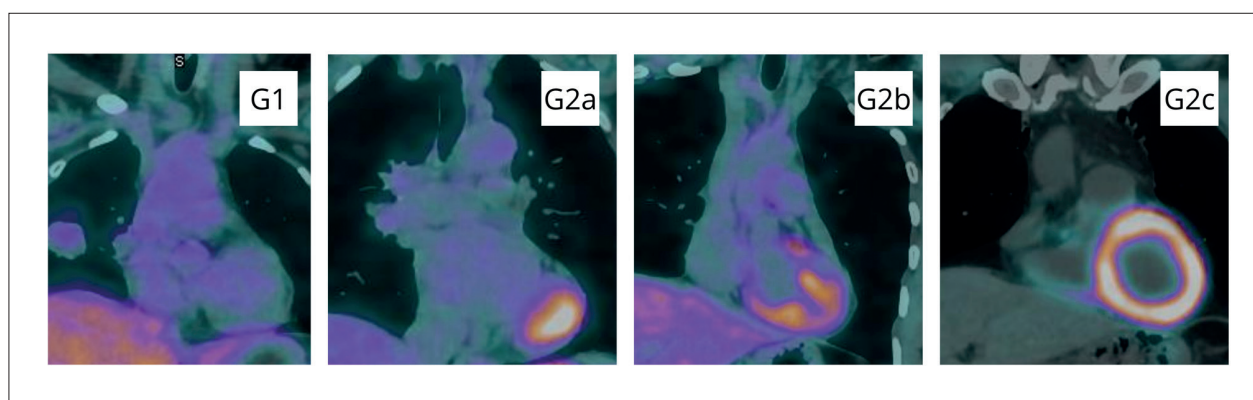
Padrões de captação miocárdica de FDG analisados. Cortes coronais de tomografia por emissão de pósitrons combinada com imagens de tomografia computadorizada representando os padrões analisados de captação de FDG no miocárdio. Da esquerda para a direita: ausência de captação de FDG no miocárdio (G1); captação focal (G2a), captação heterogênea (G2b) e captação difusa (G2c). FDG: fluordesoxiglicose-18F.
